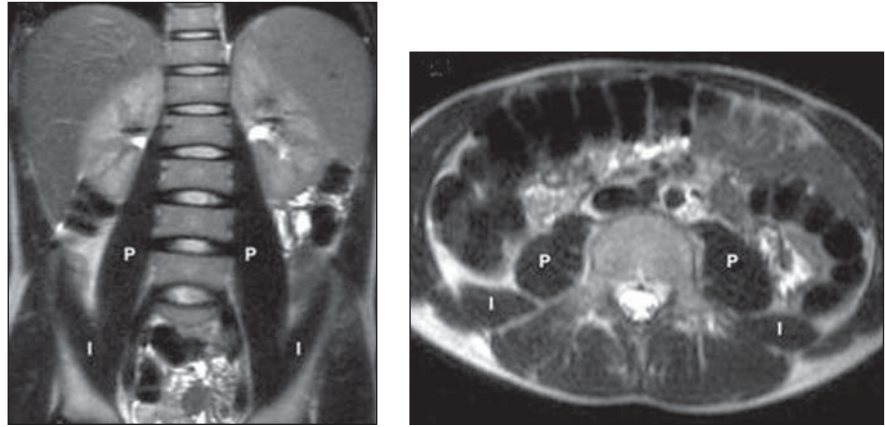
RM T2 coronal (A) e axial (B) demonstrando o aspecto habitual dos músculos ilíaco (I) e psoas (P).
